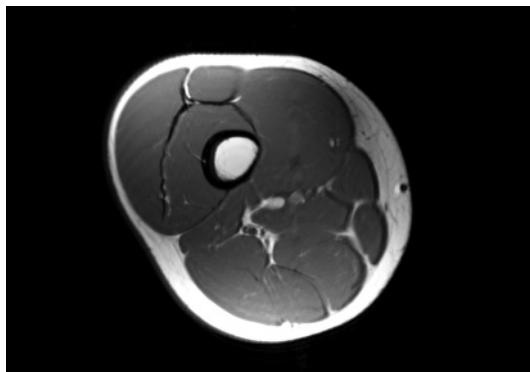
Uma imagem de ressonância magnética de um músculo.
